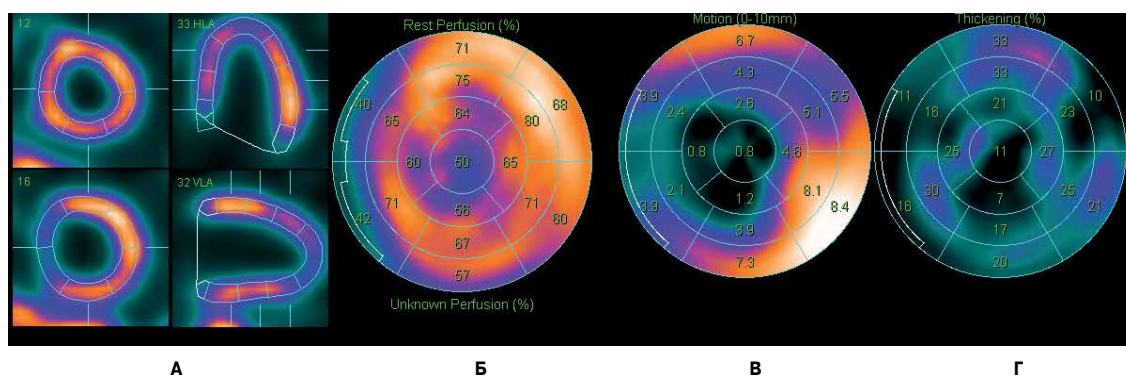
Данные перфузионной С-ОЭКТ миокарда пациента с ХСН неишемического генеза после имплантации МСС.
